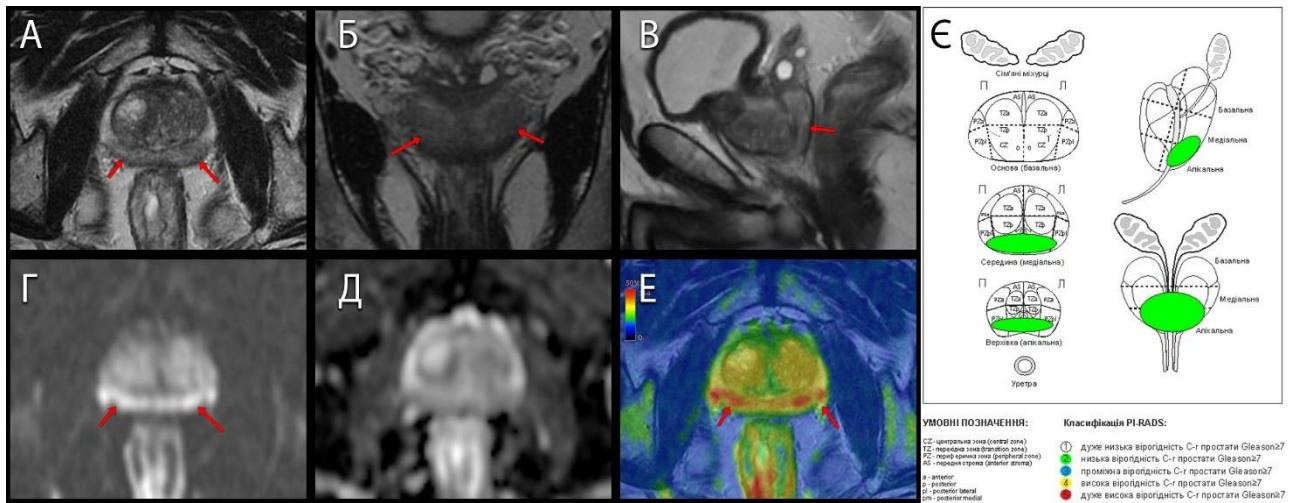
Ділянка периферичної зони простати зліва PI-RADS 2 (стрілки), найбільш вірогідно за рахунок хронічного запального процесу. МРТ-ознаки атрофічно-фіброзних змін периферичної зони простати. А: аксіальне T2-ЗЗ; Б: корональне T2-ЗЗ; В: сагітальне T2-ЗЗ; Г: дифузійно-зважене зображення; Д: ВКД-карта; Е: фузія аксіальних T2-ЗЗ та ДЗЗ; Є: секторна карта простати із позначеною ділянкою ураження (зеленим).
